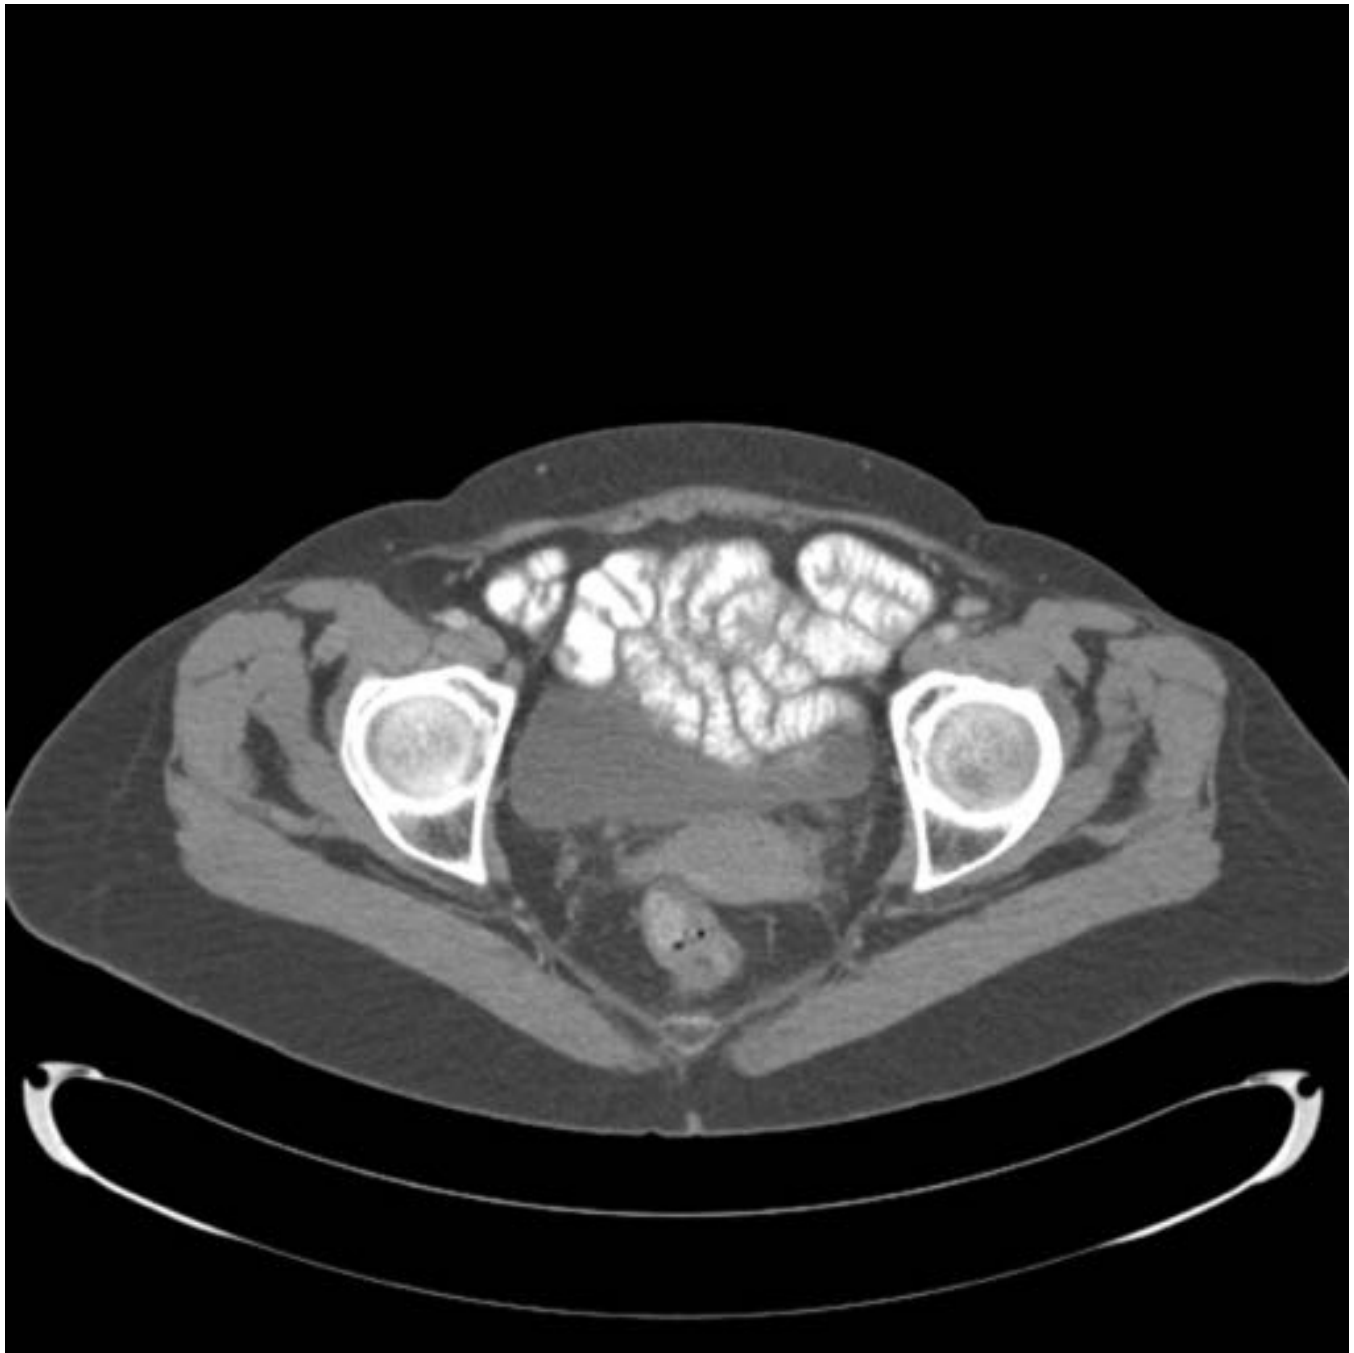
Paciente de 55 años con EC de larga evolución. La TC muestra el llamado "patrón invertido de pliegues yeyuno-ileales", con engrosamiento de las paredes y de los pliegues del íleon.
